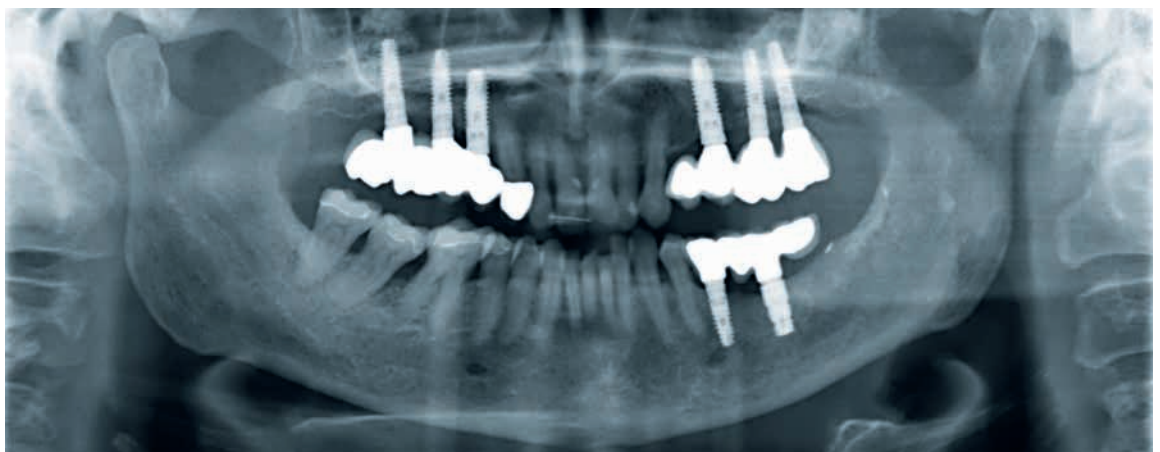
Orthopantomogramm 3 Jahre postoperativ (Endbefund)
